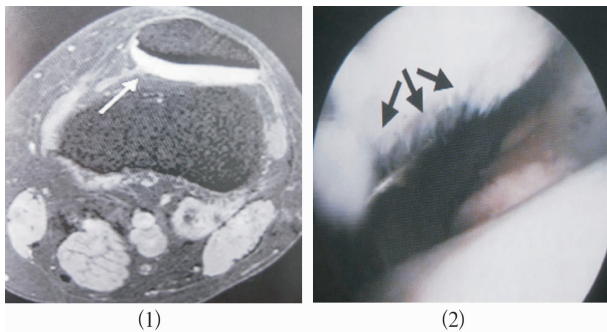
膝关节 MRI 髌骨轴向脂肪抑脂 T1 加权像和
